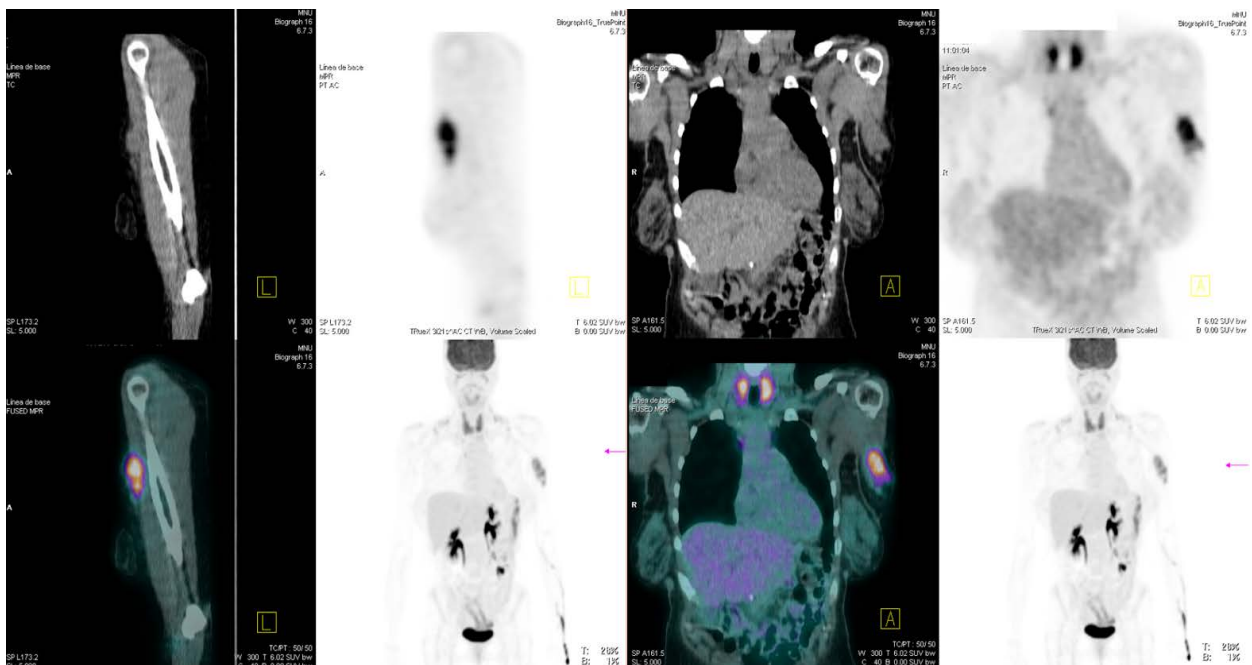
PET TC mostrando foco de captación a nivel de la masa en región interna del tercio proximal de miembro superior izquierdo con un SUV máximo de 8,05.
